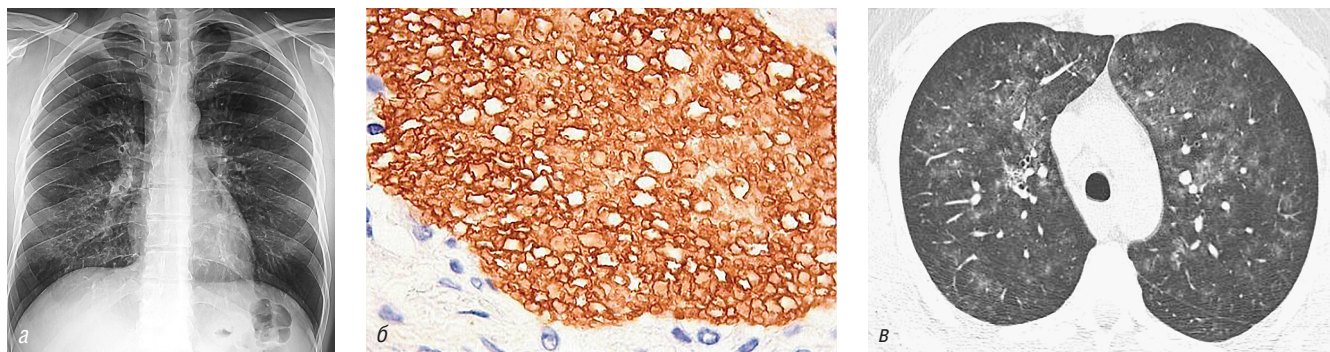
Больной А., 40 лет. ВИЧ-инфекция, 4В стадия. Осложнение: пневмоцистная пневмония. На рентгенограмме от 16.09.2015 г. (а) плохо оцениваемые участки интерстициальной инфильтрации в прикорневых отделах с обеих сторон. На компьютерных томограммах от 17.09.2015 г. (б, в) определяются двусторонние, частично сливающиеся между собой интерстициальные очаги, локализующиеся как в ядерных, так и в субплевральных отделах. При морфологическом исследовании (б) в просвете альвеол пенный экссудат с пневмоцистами (окраска гематоксилин–эозин, ув. 120)
